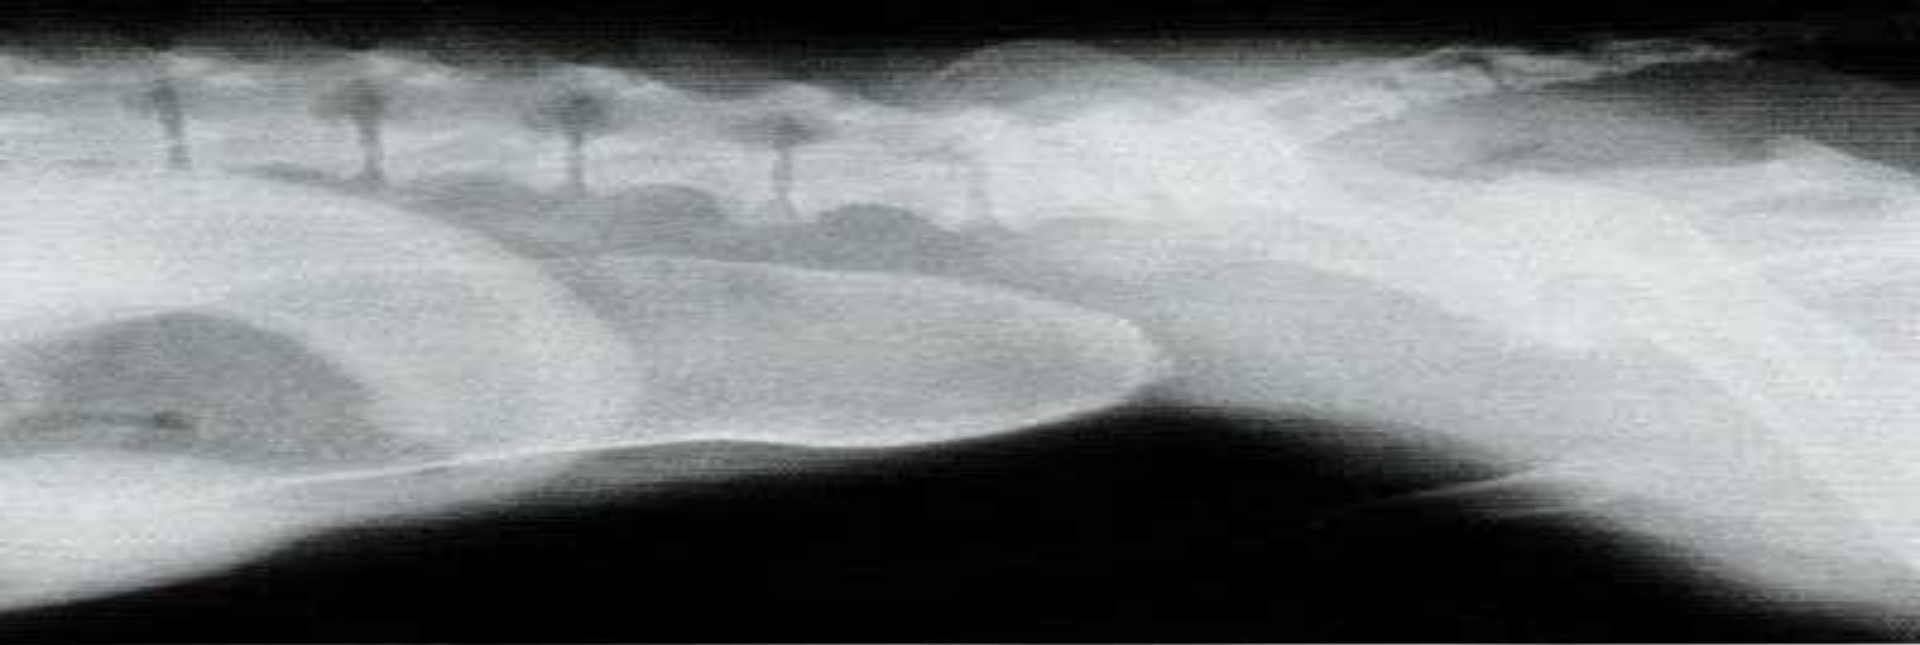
Рентгенограмма желудка.
